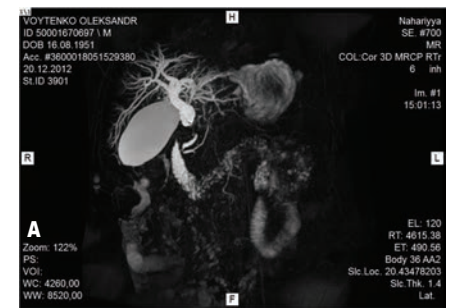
Чрескожное чреспеченочное наружно-внутреннее дренирование и стентирование: а) МРТ б) холангиограмма (ангиограф Integris Allura 12C – Philips)
